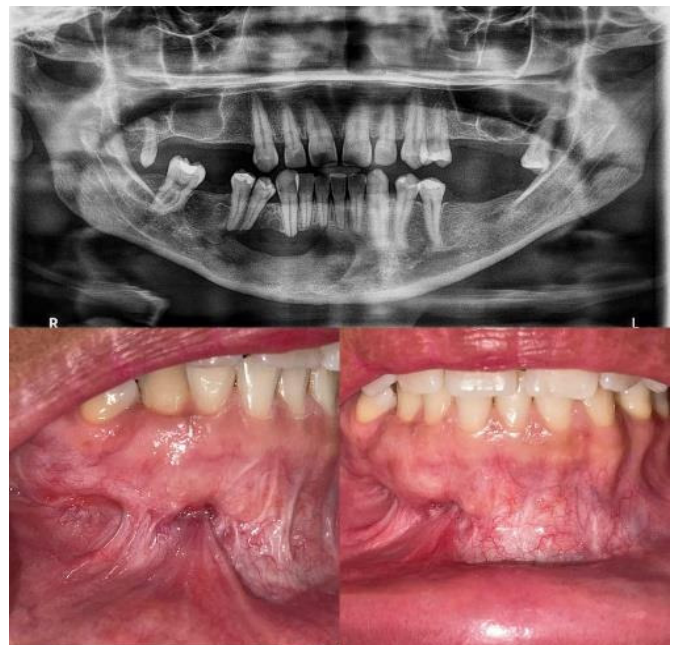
Radiografia e aspecto intra-oral: pós-operatório de 1 ano
